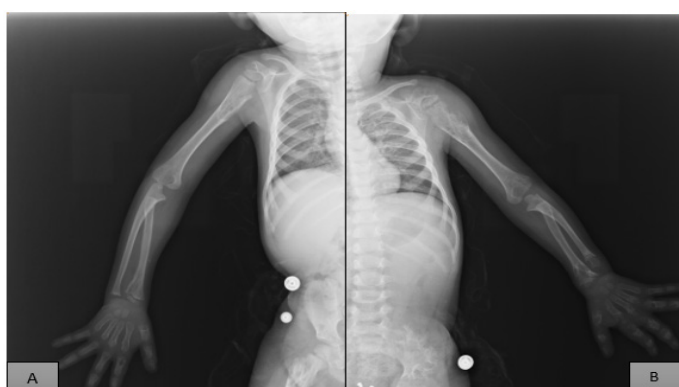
radiographie des deux membres supérieurs montrant de multiples lésions ostéolytiques avec élargissement métaphysaire, associé au niveau de l'extrémité supérieur de l'humérus, de l'extrémité inférieure du radius et du cubitus, ainsi que des métacarpes et des phalanges en bilatérale plus marqué à gauche
